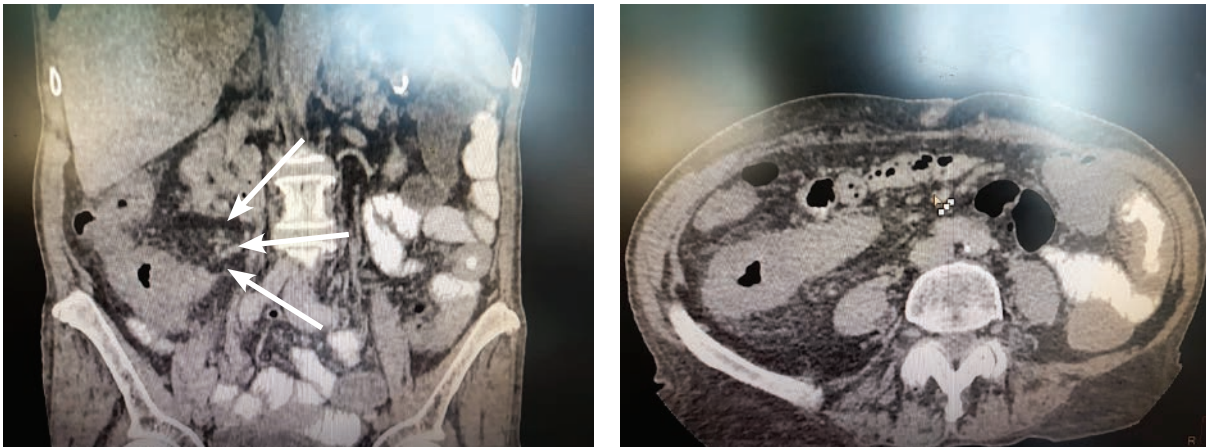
Компьютерная томография. Стрелками указано утолщение стенки подвздошной и восходящей кишки, воспалительно инфильтрированная клетчатка
